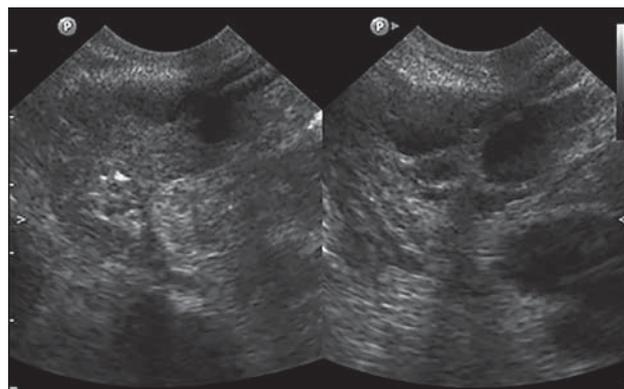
Трансвагинальное УЗИ органов малого таза пациентки У., 2018 г. (собственное наблюдение). Определяются неизменные правый (справа) и левый (слева) яичники.
